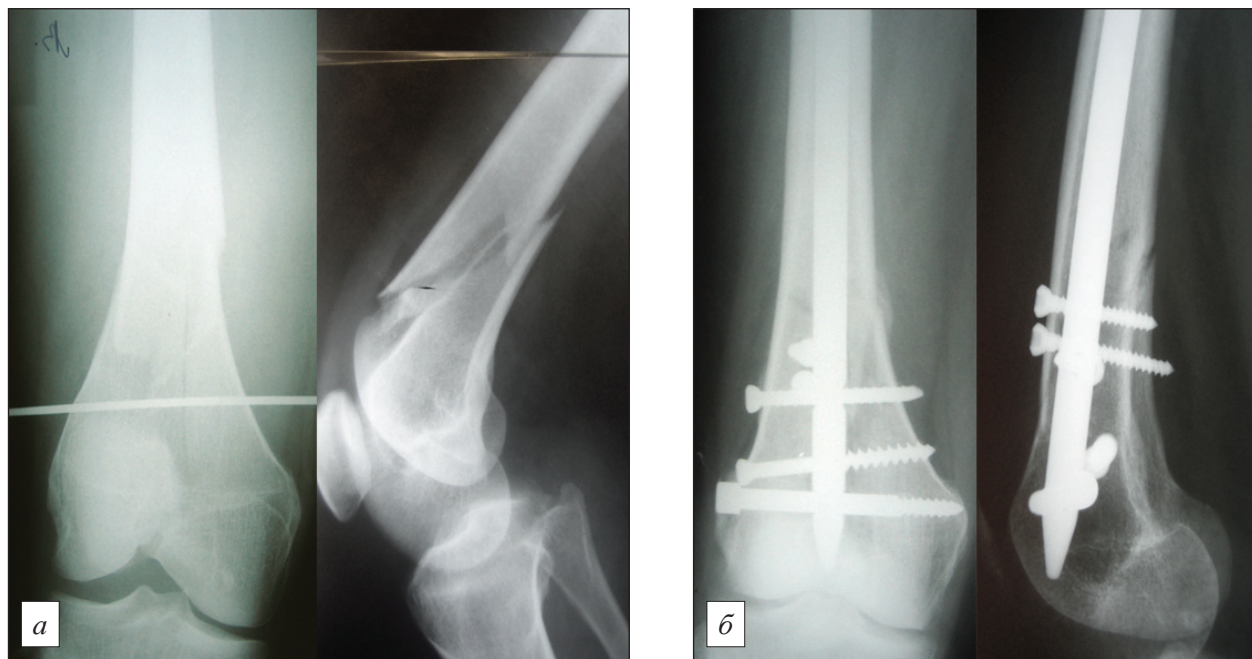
Рентгенограммы пациентки К., 37 лет, с закрытым чрезмыщелковым переломом левой бедренной кости.
